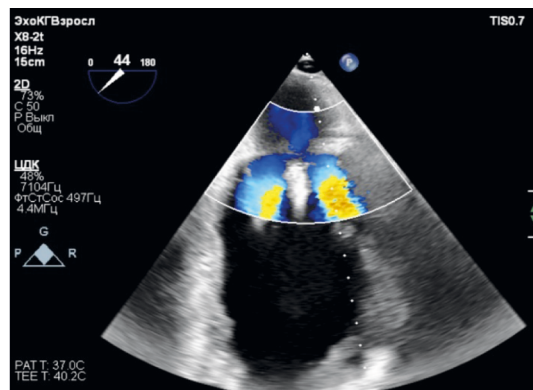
Интраоперационное чреспищеводное эхокардиографическое сопровождение для позиционирования системы Abbott MitraClip G4 XTW
